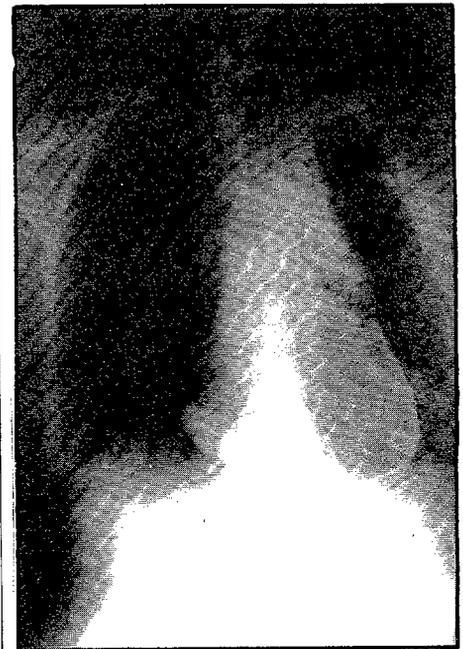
Radiografía de torax tras la evacuación, a través del catéter, de 350 ml. de líquido.
